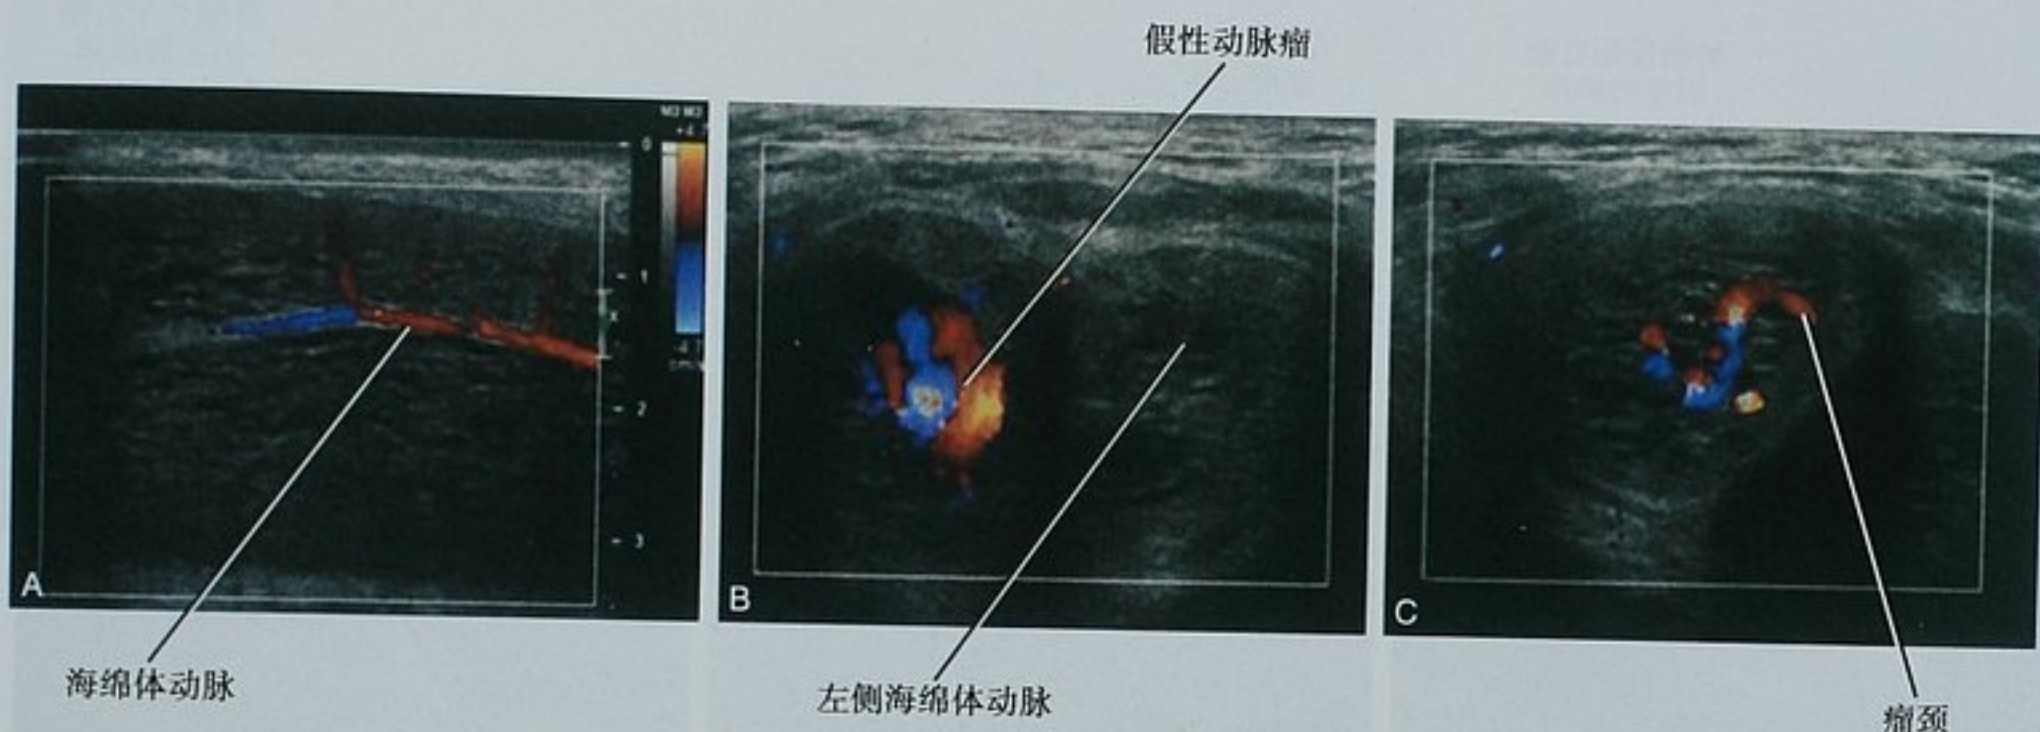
外伤性高血流性阴茎持续勃起患者的彩色多普勒图像。A. 靠近阴茎根部的轻微扩张而无其他异常的右侧海绵体动脉；B. 当沿着两侧海绵体动脉探查时，在右侧发现了一个假性动脉瘤；C. 彩色多普勒超声对假性动脉瘤的颈部精确定位，有助于血管修复
